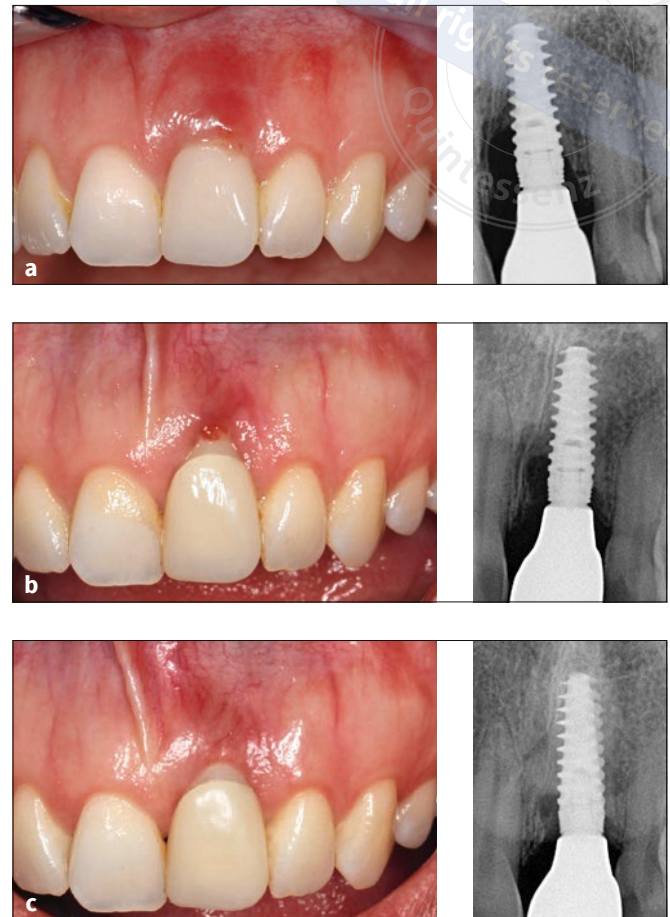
bis c Periimplantitis am Implantat in regio 21 ein Jahr nach erfolgter Sofortimplantation: klinischer und röntgenologischer Ausgangszustand: Erhöhte Sondierungstiefen bis 10 mm sind ausschließlich auf die bukkale Seite beschränkt. Röntgenologisch zeigt sich ein periimplantärer Knochenabbau vor allem mesial (Defektmorphologie Klasse Ib nach Schwarz et al.¹¹) (a); Zustand 6 Monate posttherapeutisch nach zweimaliger Anwendung eines Pulver-Wasserstrahlgeräts unter Verwendung von Glycinpulver und der Nozzle: deutliche Reduktion der Entzündungszeichen und Ausbildung einer mukosalen Rezession. Das Röntgenbild zeigt eine Tendenz der knöchernen Konsolidierung (b); Zustand 12 Monate posttherapeutisch nach zweimaliger Anwendung eines Pulver-Wasserstrahlgeräts unter Verwendung von Glycinpulver: entzündungsfreie Verhältnisse bei einer mukosalen Rezession von 2 mm. Das Röntgenbild zeigt eine deutliche knöchernen Konsolidierung (c).
